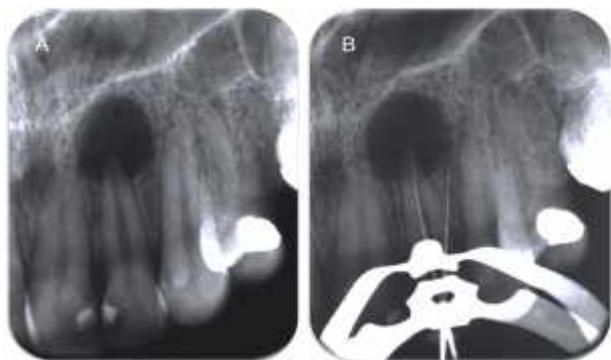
a) Radiografia periapical de diagnóstico evidenciando área radiolúcida, sugestiva de lesão periapical, no periápice do elemento 22; b) Radiografia evidenciando uma lima tipo K #15 inserida no conduto radicular e outra inserida na região com perfuração iatrogênica.
